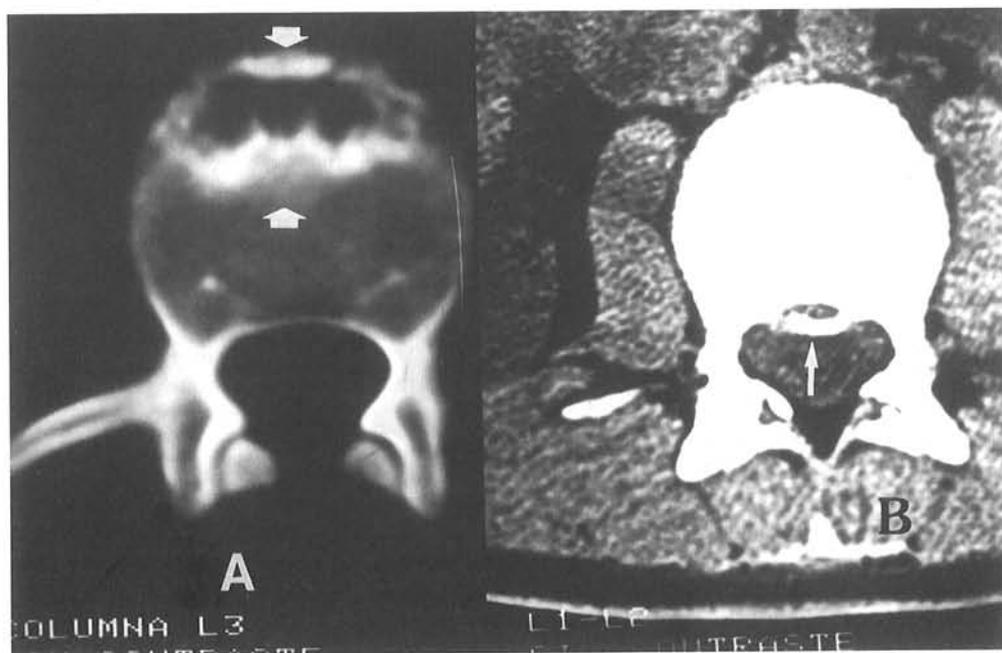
CT. A) Defecto óseo en el borde anterior del cuerpo vertebral con bordes esclerosos e irregulares y la presencia de un fragmento anterior de densidad aumentada. B) Limbus posterior, fragmento óseo posterior al cuerpo vertebral que protuye dentro del canal raquídeo ocasionando estrechamiento del mismo.
